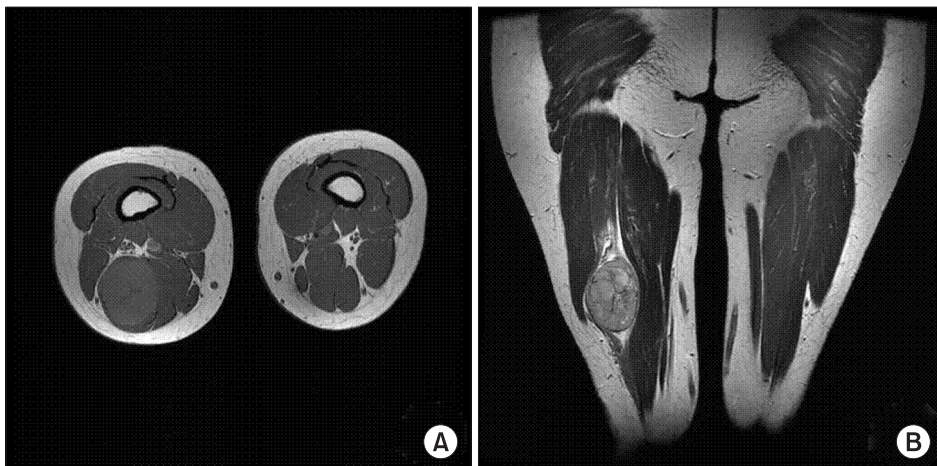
(A) Axial T1-weighted magnetic resonance imaging (MRI) shows a lobulated soft tissue mass of slightly high signal intensity within the semimembranosus muscle. (B) Coronal T2-weighted MRI shows a heterogeneous signal intense mass, which was not observed to communicate with the other muscle or soft tissue.
